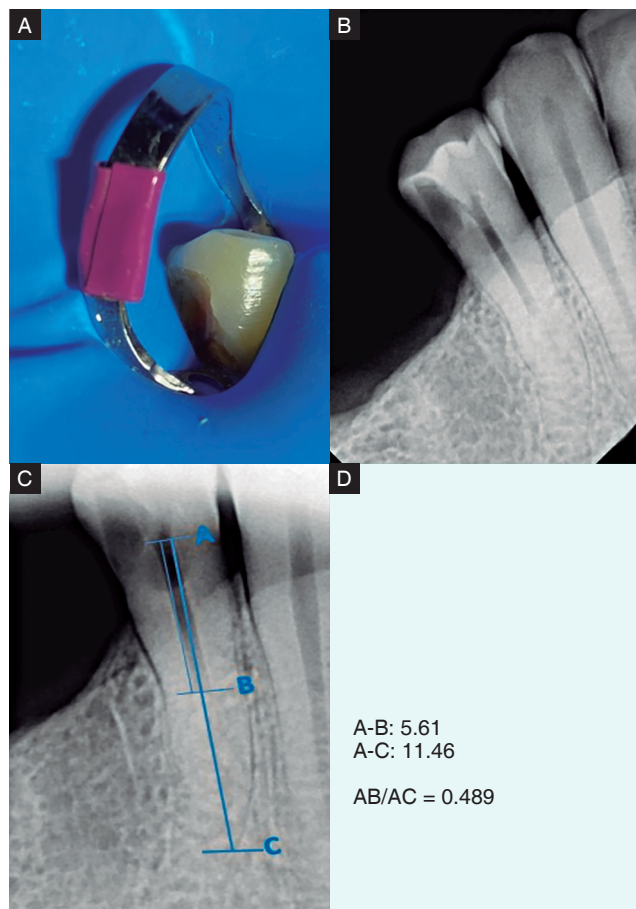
a) y b) Fotografía y Radiografía inicial. c) y d) Hipertaurodontismo según Shifman y Channanel.
